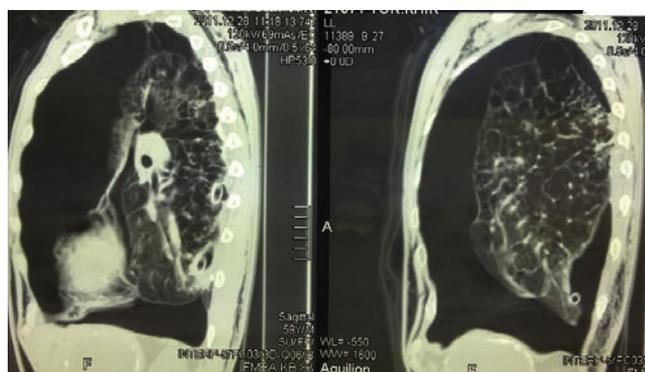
Данные рентгенографии органов грудной клетки больного Д. в сагиттальной левой проекции с четко определяемым пневмотораксом и коллапсом левого легкого
